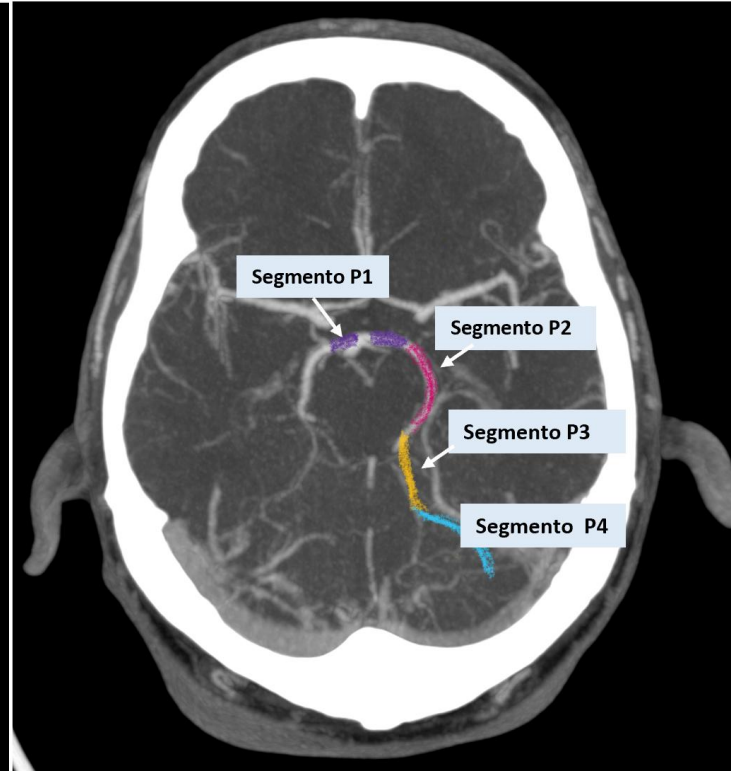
(Angio TC): segmentos de la arteria cerebral posterior.
